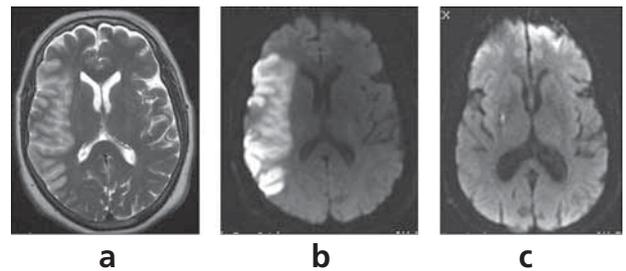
RM de encéfalo: a) corte axial en secuencia T2, b) Difusión: lesión isquémica aguda territorio silviano superficial a derecha; c) Difusión: lesión isquémica en territorio perforante profundo cerebral media derecha.
